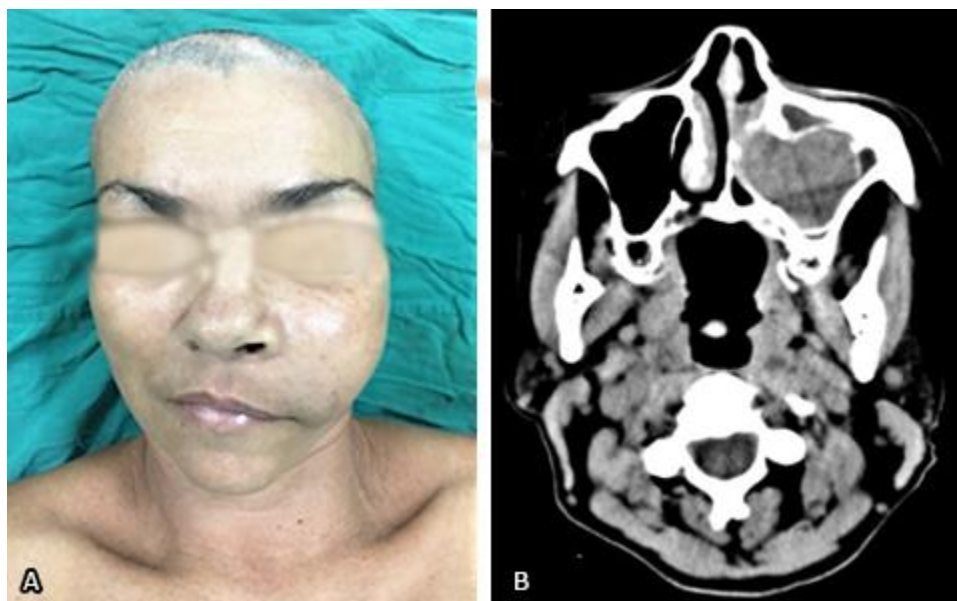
A) Vista preoperatoria. Nótese la asimetría facial con borramiento del surco nasogeniano y desnivel de la comisura labial izquierda. B) Corte axial de la tomografía axial computarizada.
